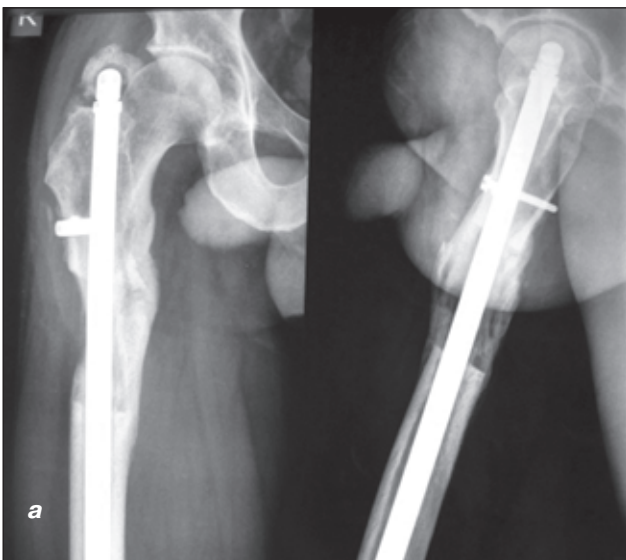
Рентгенограмма больного О., 47 лет, правого бедра (а) и левого бедра (б), завершение дистракции
